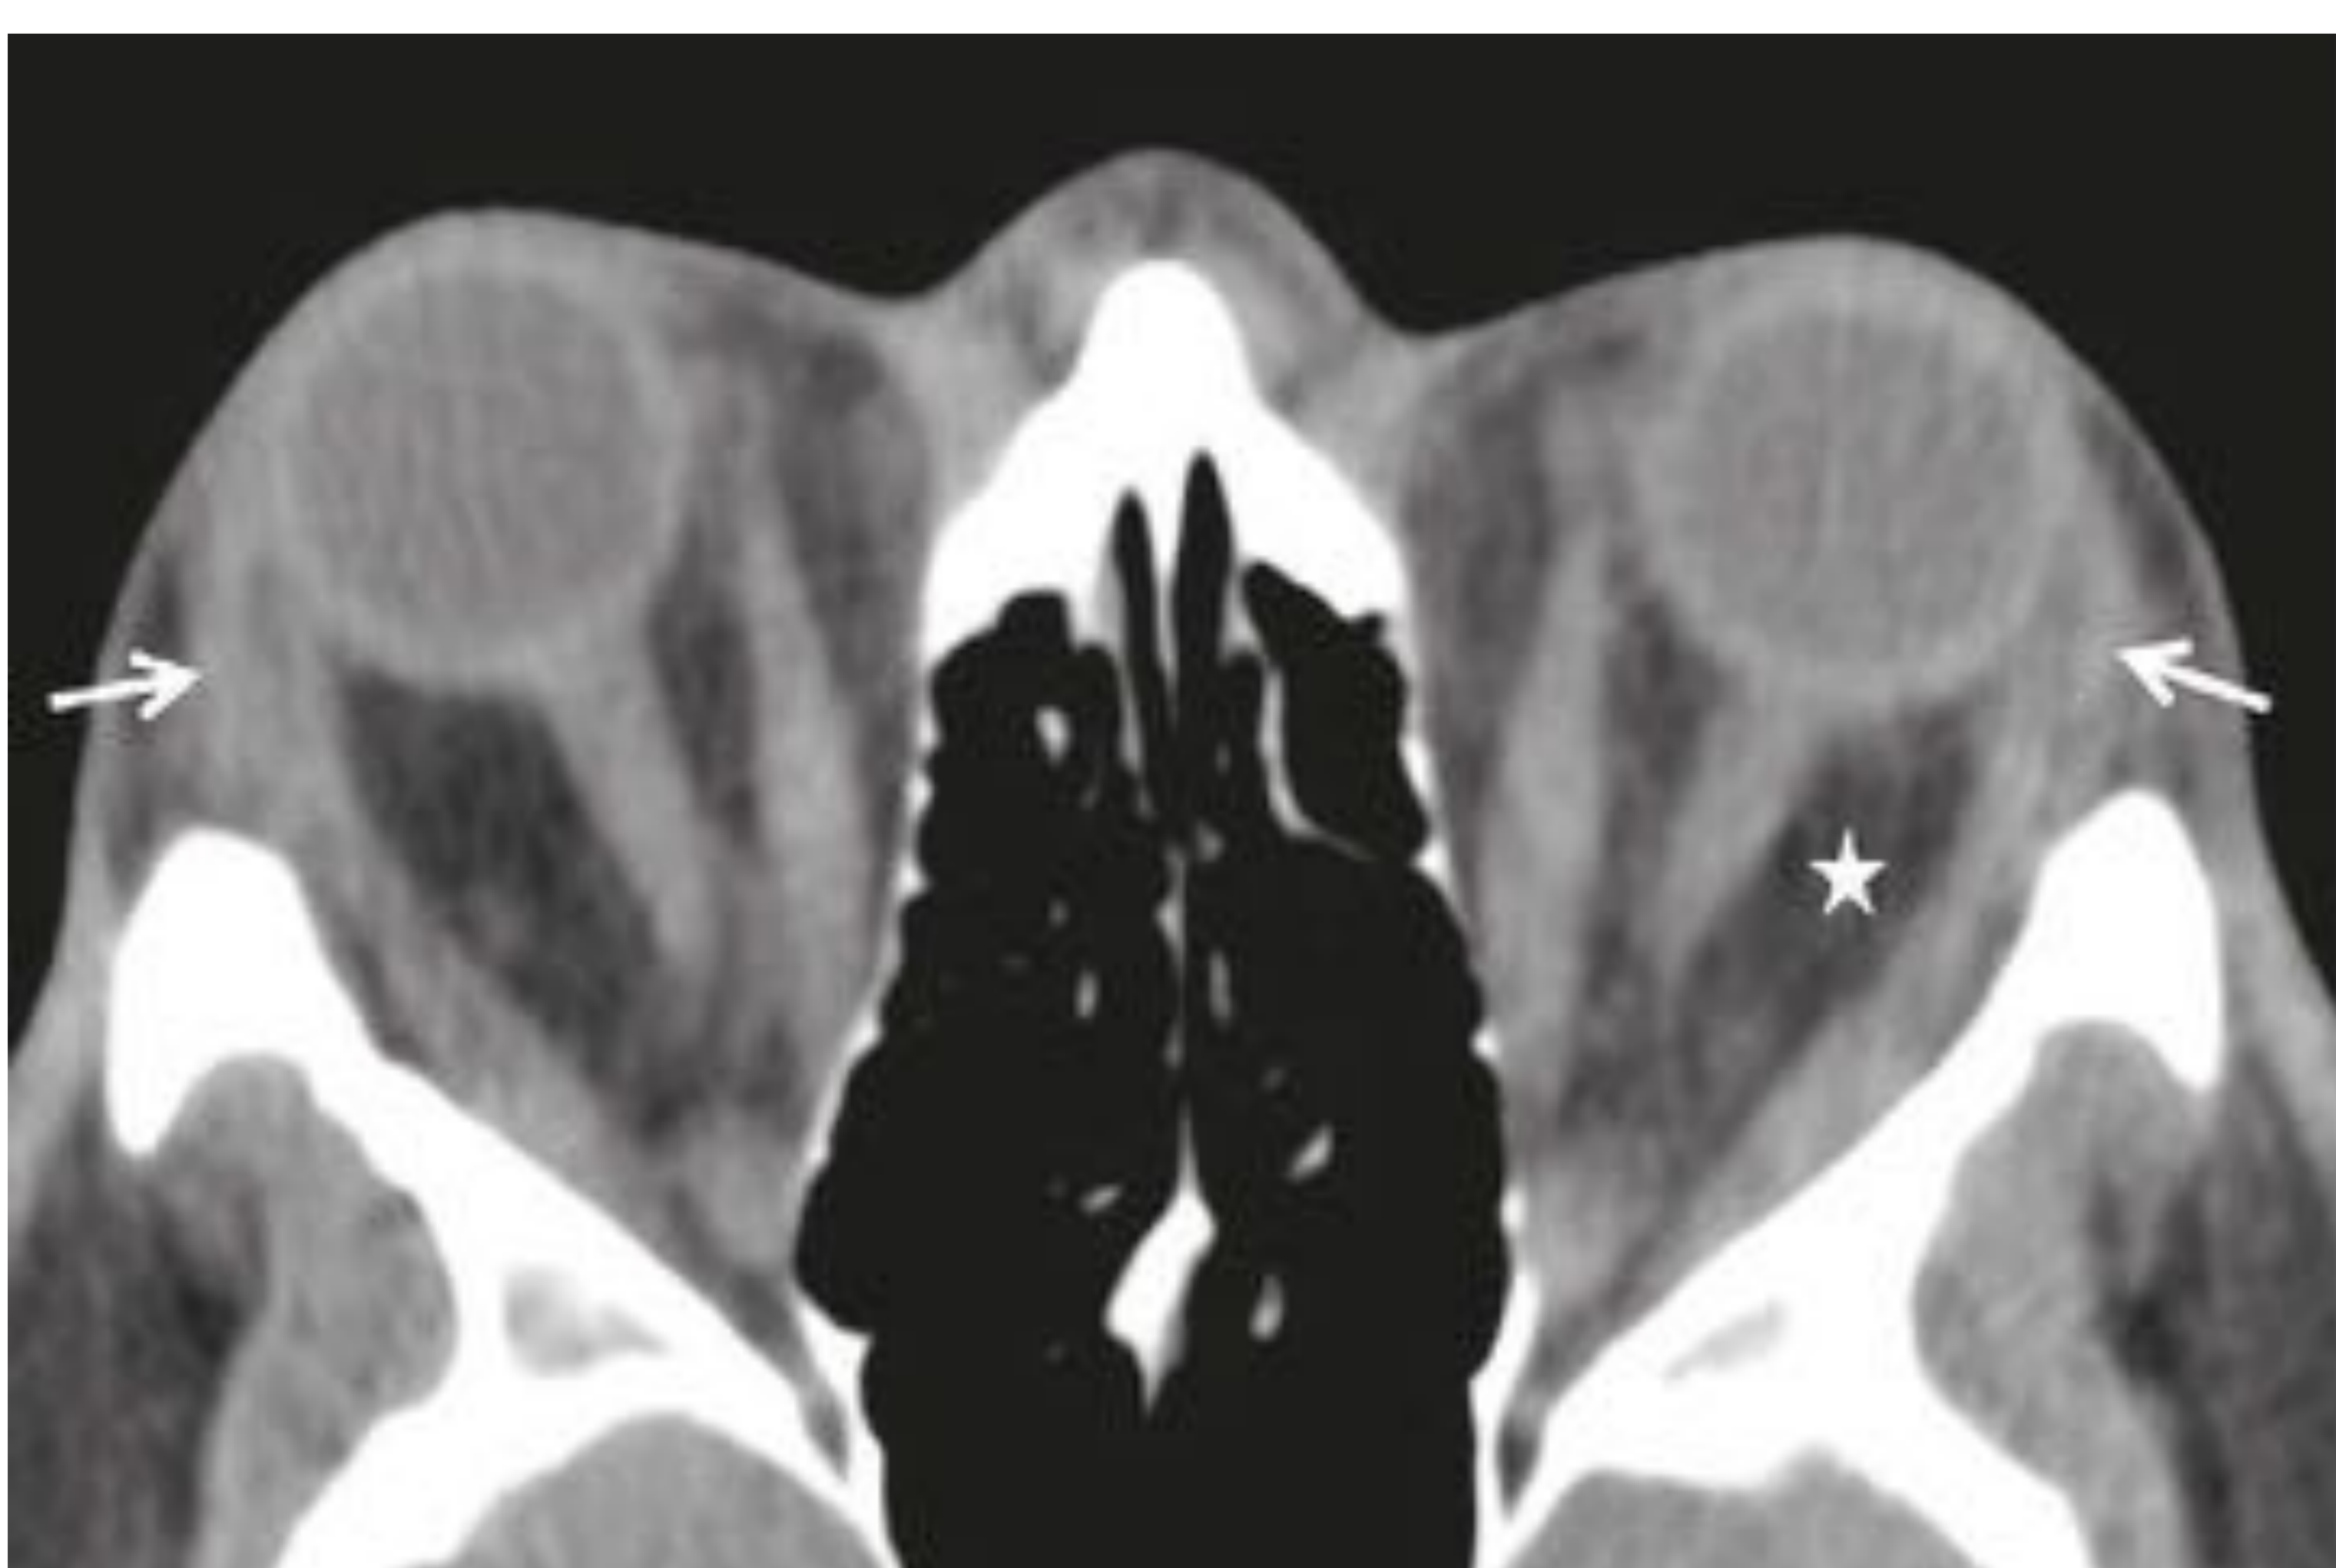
Valoración de la actividad de la orbitopatía tiroidea mediante TC. TC axial de órbita sin contraste de una paciente con orbitopatía de Graves. Proptosis bilateral severa secundaria a un marcado aumento del volumen de la grasa orbitaria y, en menor medida, a un leve engrosamiento de la musculatura extraocular. Desplazamiento anterior del septo orbitario con prolapso de la glándula lagrimal en ambas órbitas (flechas). Aumento tenue de la atenuación de la grasa retrobulbar izquierda (asterisco), que le confiere un aspecto sucio en comparación con la del lado contralateral, como signo de actividad.
